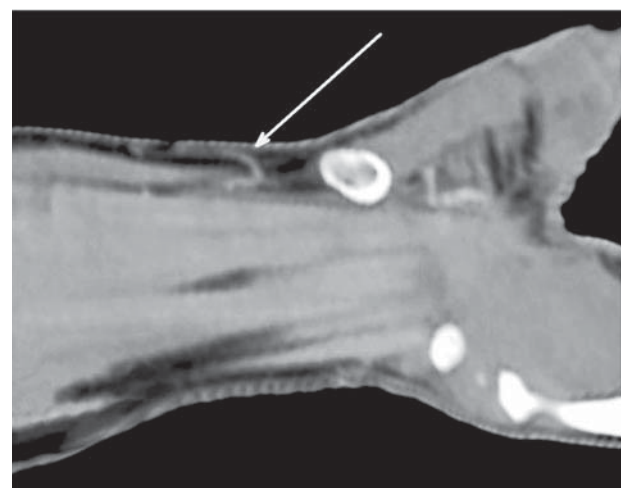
Компьютерная томография в сочетании с ангиографией позволяет визуализировать локализацию и состояние тыльного перфоранта локтевой артерии (обозначен стрелкой) и восходящей кожной ветви. Дистальнее визуализируется гороховидная кость, которая также используется как ориентир при дизайне лоскута
